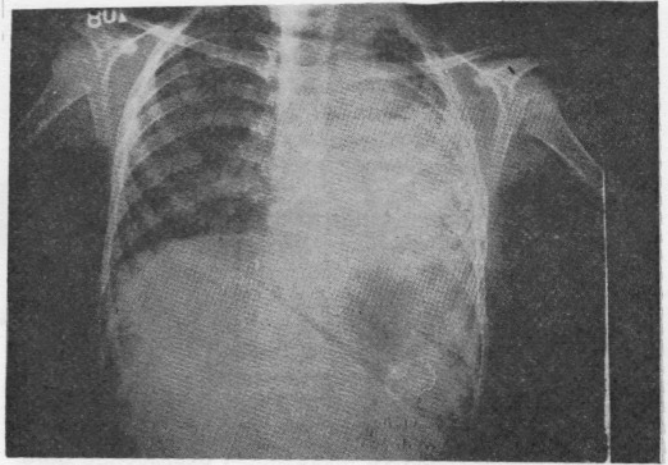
Bronkografide, sol sistemde kistik değişiklikler gösteren bronş yapısı ve bronşektaziye bağlı harabolmuş akciğer görünümü.
